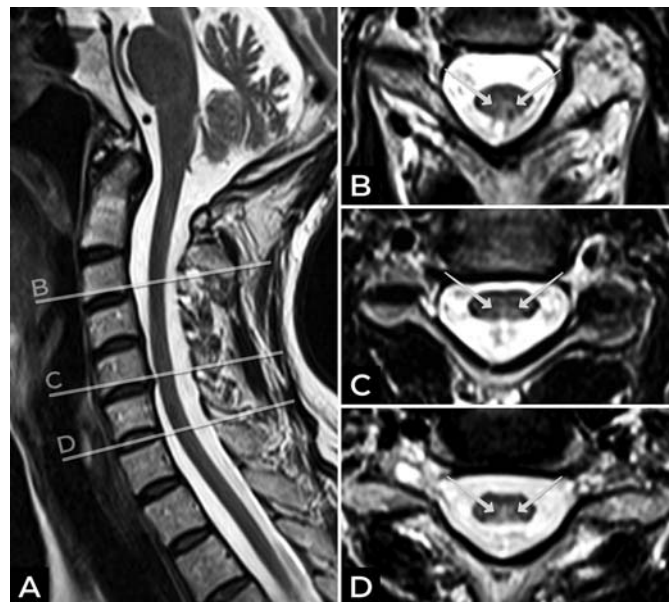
МРТ шейного и верхнегрудного отделов позвоночника и спинного мозга, режим Т2. А — сагиттальная плоскость, срединный срез, В, С, D — аксиальная плоскость, уровни представленных срезов обозначены графически на изображении «А». Отмечается умеренное истончение спинного мозга на шейном и верхнегрудном уровнях. В области задних канатиков спинного мозга определяются диффузные изменения (стрелки) слабо повышенного МР-сигнала в режиме Т2, которые достоверно не визуализируются на сагиттальных срезах, в т.ч. в режиме Т2 STIR (не представлен)
